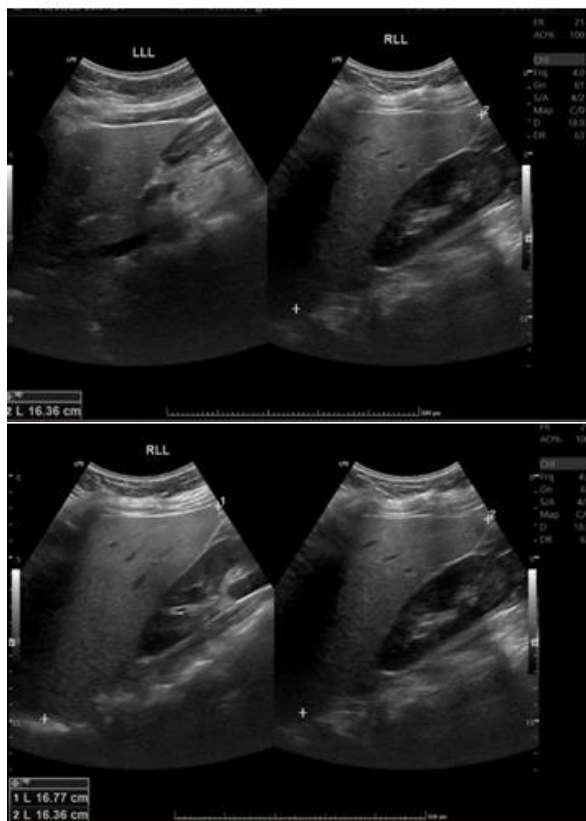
Ultrasonografi RLL (right liver lobe) dan LLL (left liver lobe), tampak echostruktur meningkat, permukaan licin, sudut kiri lancip, sistema vasa dan bilier intrahepatik tidak prominent.
